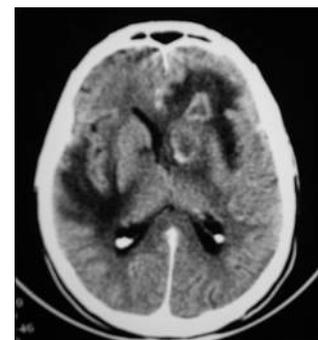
Brain CT of patient with AIDS and TE.
